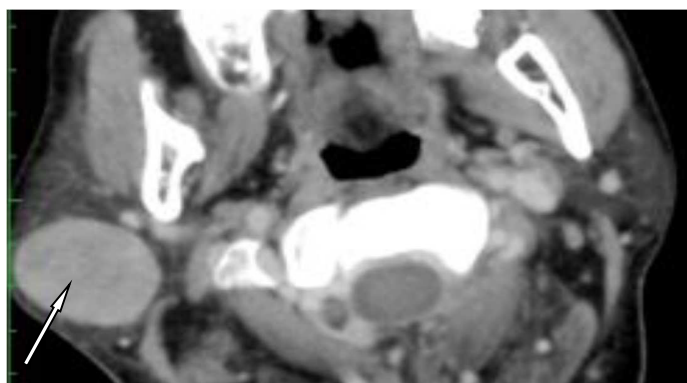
Image TDM en coupe axiale de la glande parotide droite
